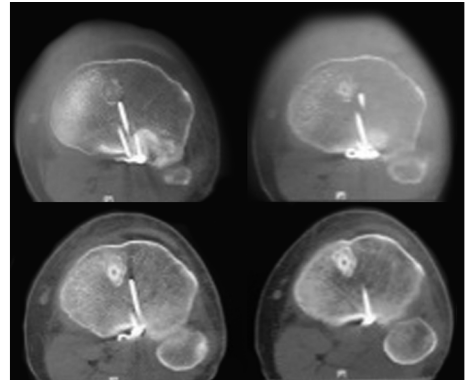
术后2周CT平扫示骨折复位良好,钢板位置佳,ACL重建隧道位置佳
